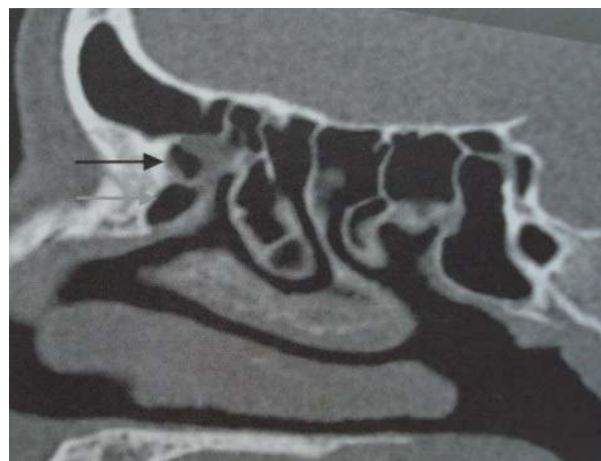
TC corte sagital. Seta cinza mostra o *agger nasi* e a seta preta, a célula frontal (Wormald PJ, Endoscopic sinus surgery, 2005).
